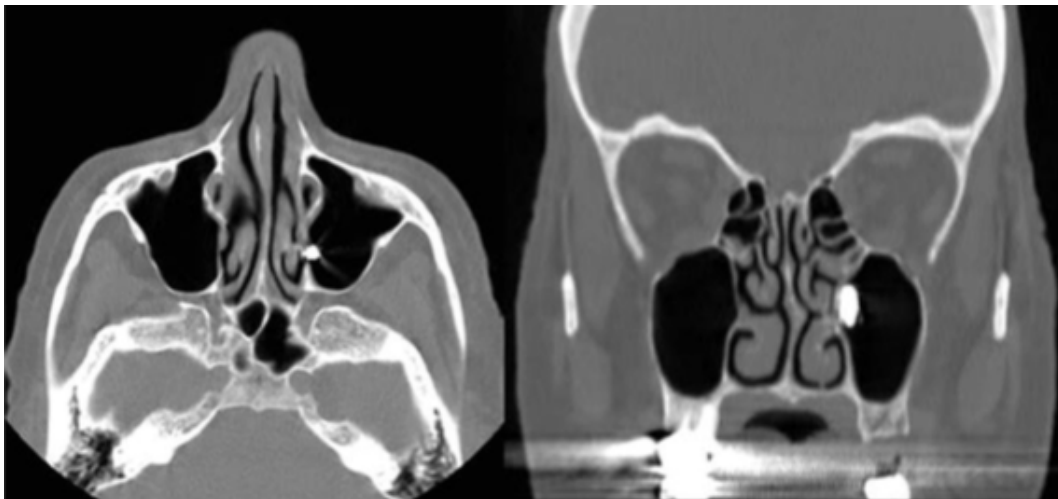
Exploración por tomografía de un implante en seno maxilar.
